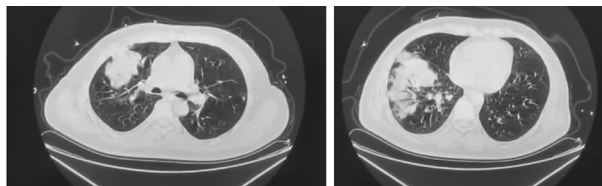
入院时(2023 年 3 月 1 日)第一次胸部 CT
